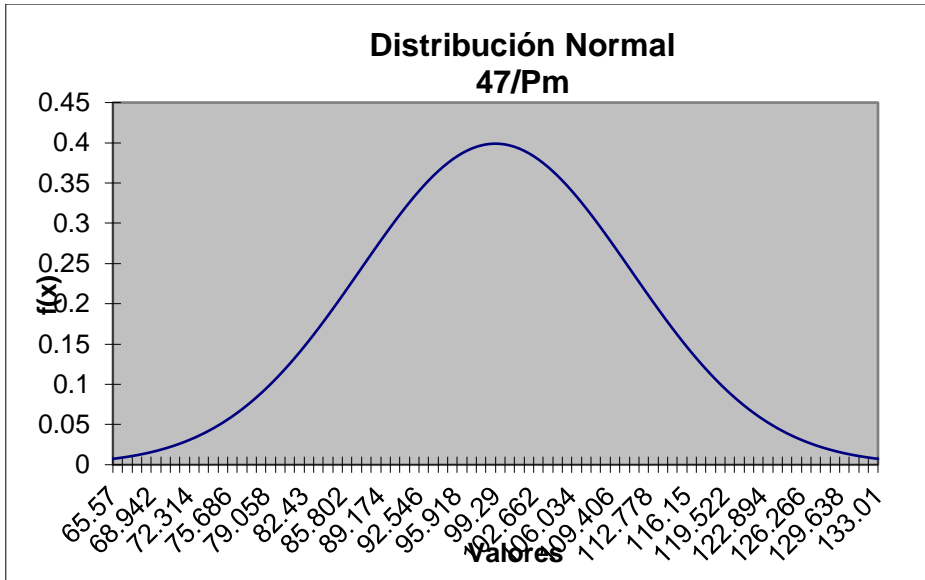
Angulo formado por el eje longitudinal del segundo molar inferior derecho con respecto al plano mandibular medidos en radiografías de pacientes con erupción correcta del segundo molar inferior.
